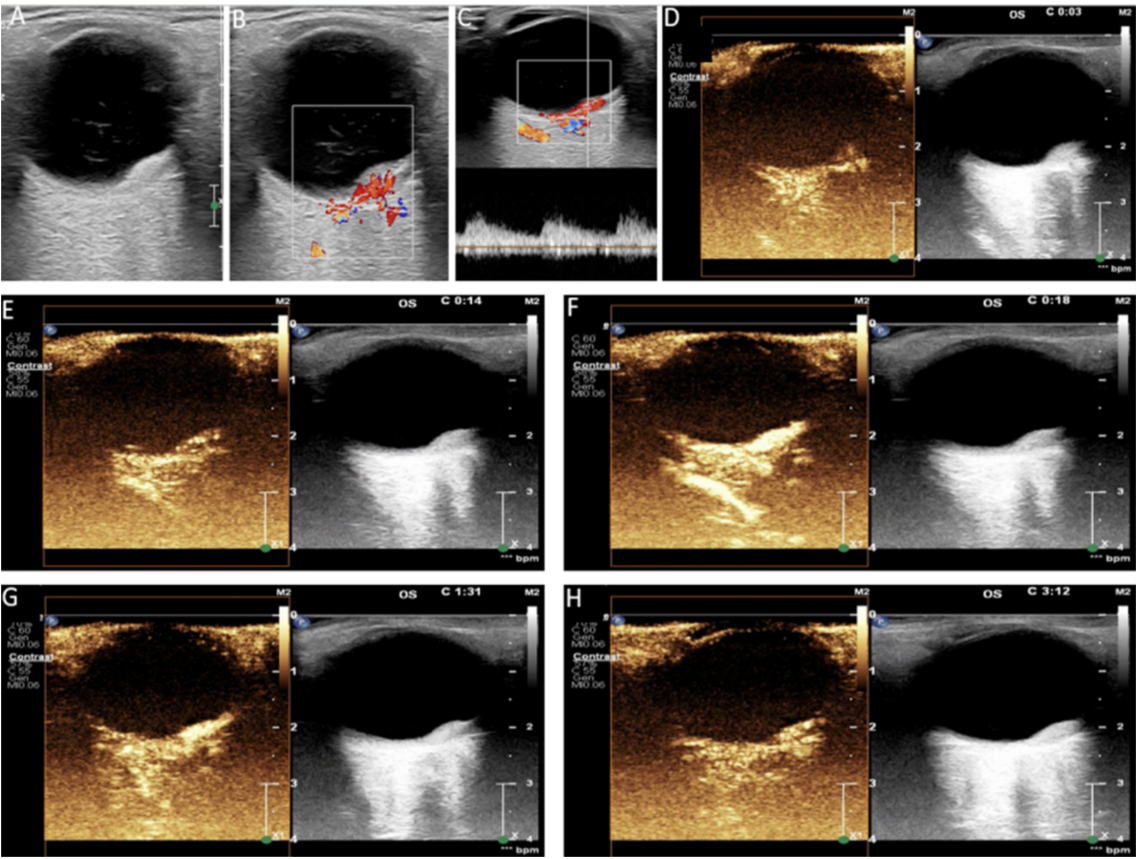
脉络膜血管瘤造影典型病例,女,56 岁,左眼视力下降 2 mo A:造影前二维超声;B:造影前彩色多普勒 CDFI;C:造影前频谱多普勒 PW;D-H:造影剂注射后图像变化(D:造影前再次确认病变;E:注射造影剂后 14 s 进入病变内;F:与周边组织同步增强,呈均匀高灌注,18 s 达峰;G:1'30"后仍显著高于周边组织;H:3 min 后仍略高于周边组织)。
